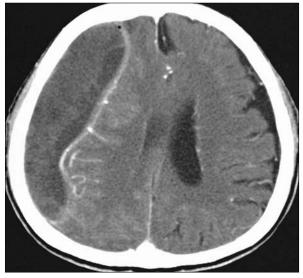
Preoperative computed tomography scan demonstrates mixed dense space-occupying lesion bordered by a high dense on the left side. The left lateral ventricle was compressed with slight shift of the midline structures to the right side.
